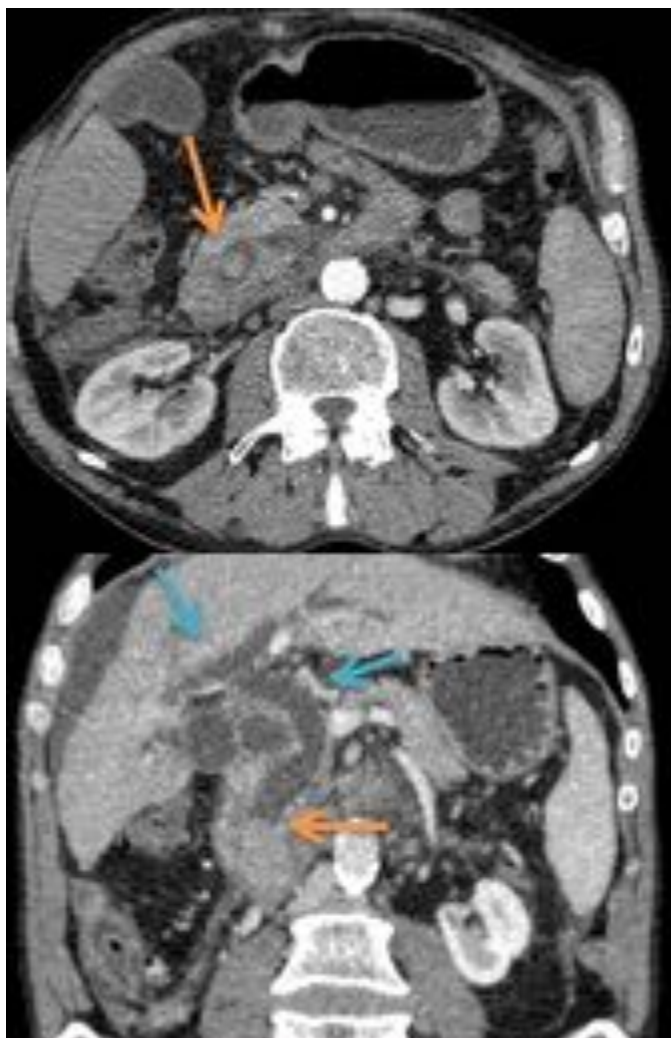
Cortes coronal y axial de TC de un paciente con un adenocarcinoma ampular que se observa como una masa nodular hipodensa en la ampolla de Vater (flecha naranja), que provoca la dilatación del colédoco (flecha azul).
